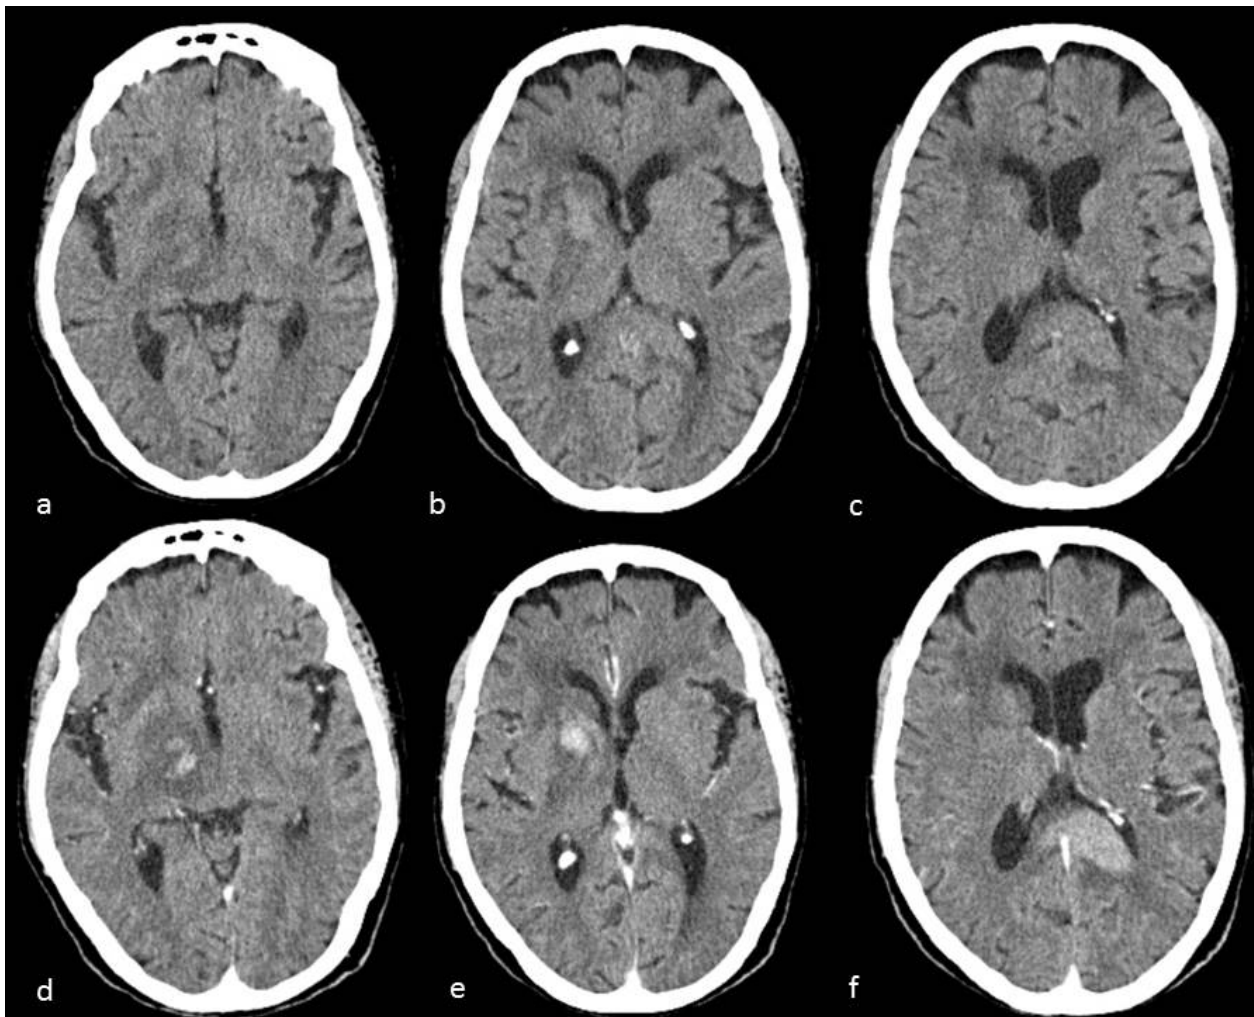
Linfoma primario SNC. Imágenes TC cerebral simple (a, b y c), TC cerebral con contraste (d, e y f). Afectación multifocal sólida en región de ganglios basales derechos y esplenio del cuerpo calloso. Aspecto espontáneamente hiperdenso (fig. a, b y c) que realza difusa y homogéneamente tras la administración de contraste (fig. d, e y f).
